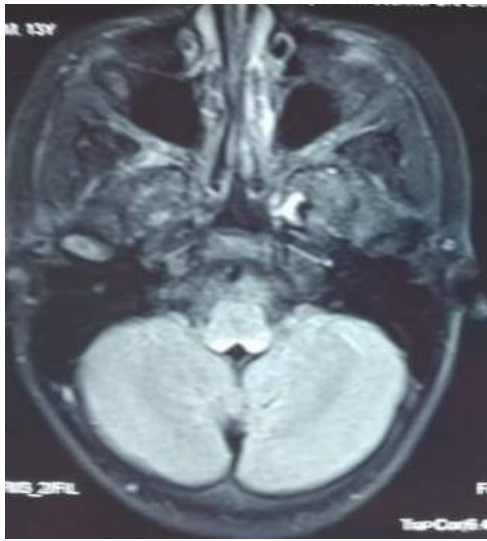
hyper intense lesions in FLAIR affecting the dorsal pons.
